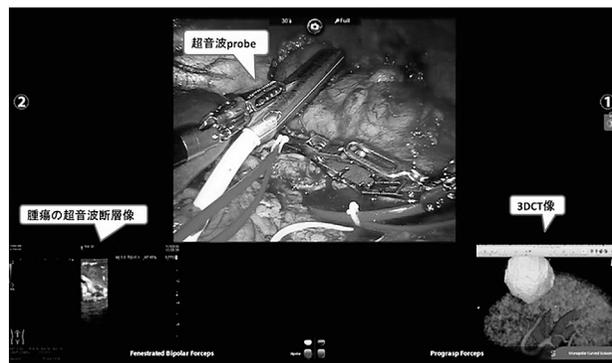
腎部分切除におけるTilePro™マルチ・ディスプレイを用いたコンソール画面 (左:超音波, 中央:内視鏡カメラ, 右:3D-CT)。超音波プローブを助手用ポートから腹腔内に挿入し、腫瘍を描出しながら、Monopolar curved scissorsにて腫瘍周囲の切除線のマーキングをおこなっている。
